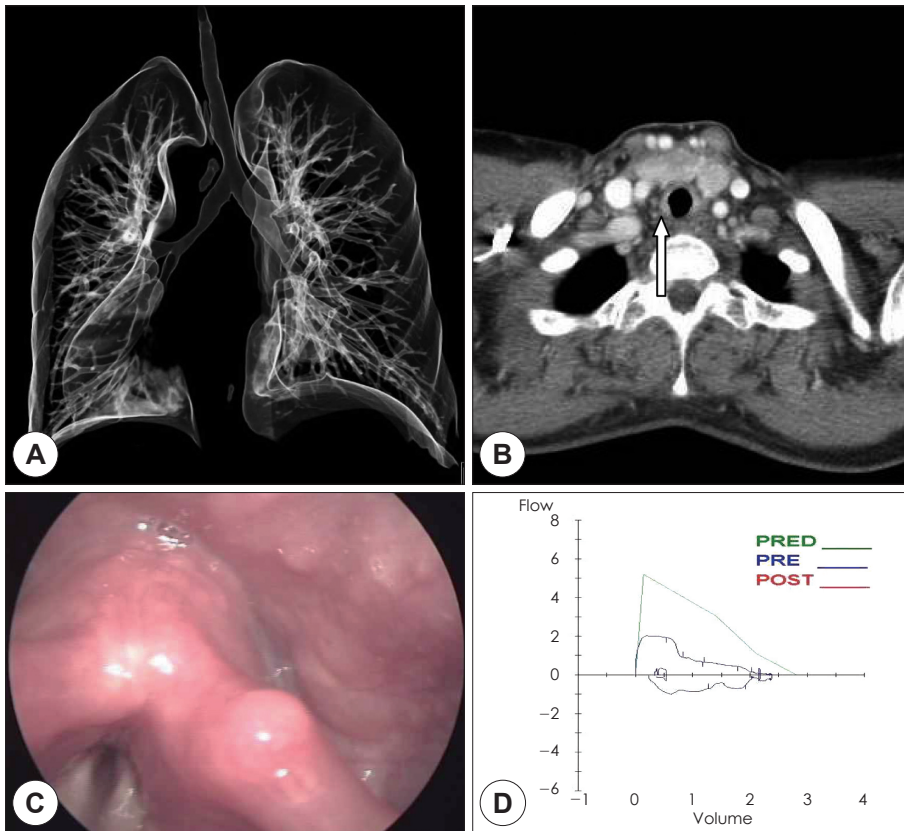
In preoperative 3D-airway CT VRT reconstruction image (A), axial view (B) and laryngoscopic view (C), neither obvious upper airway obstruction nor marked wall thickening along upper trachea was noticed (arrow). However, There were severe obstructive airway result in preoperative pulmonary function test flow-volume curve (D).
